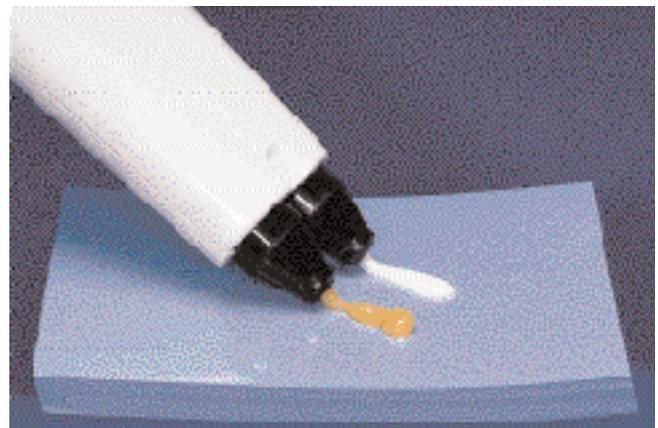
Parallele Vorbereitung des Panavia 21 TC auf dem Anmischblock
